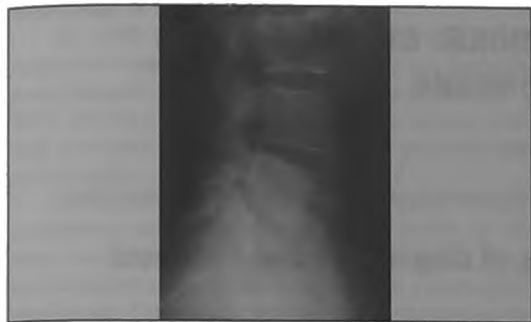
Пациент С., 35 лет. Рентгенография поясничного отдела позвоночника, прямая проекция
